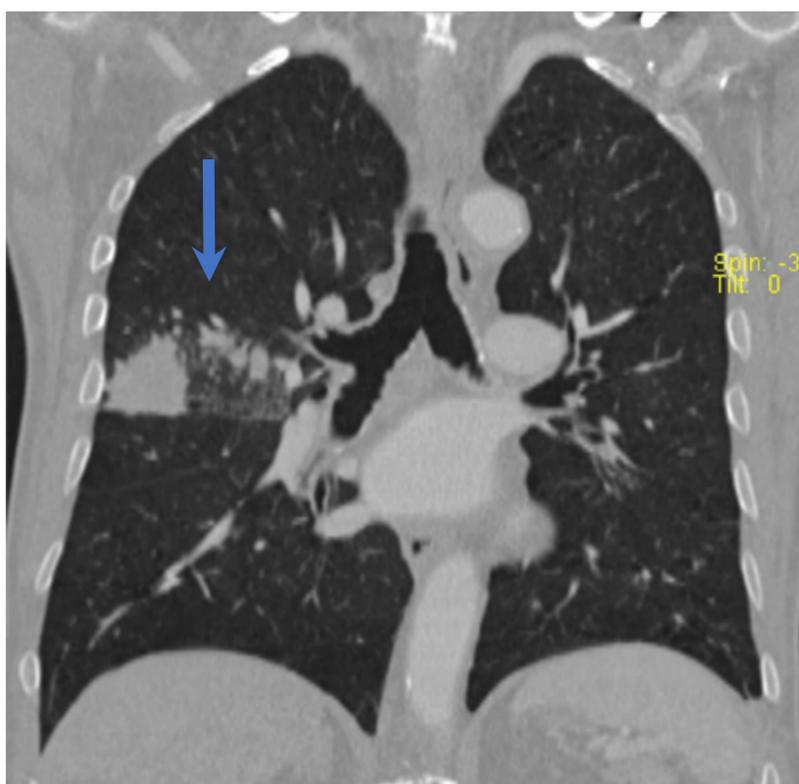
Hombre de 80 años que presentó disnea y fiebre. TC: lesión focal lobulada periférica con pequeños nódulos satélite (flechas azules) en LSD. Ganglio linfático hilar ipsolateral (10 mm) (flecha verde).
